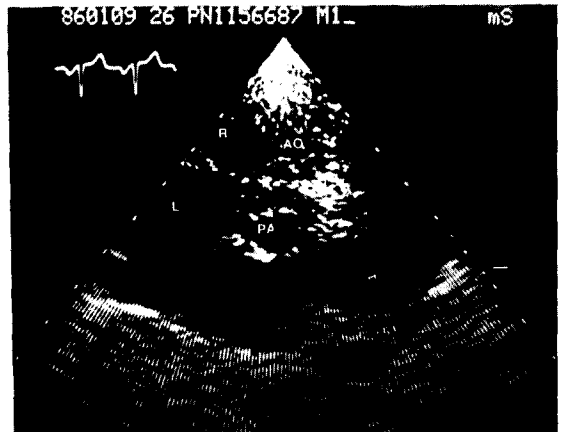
Preoperative echocardiogram (PSSAV)
